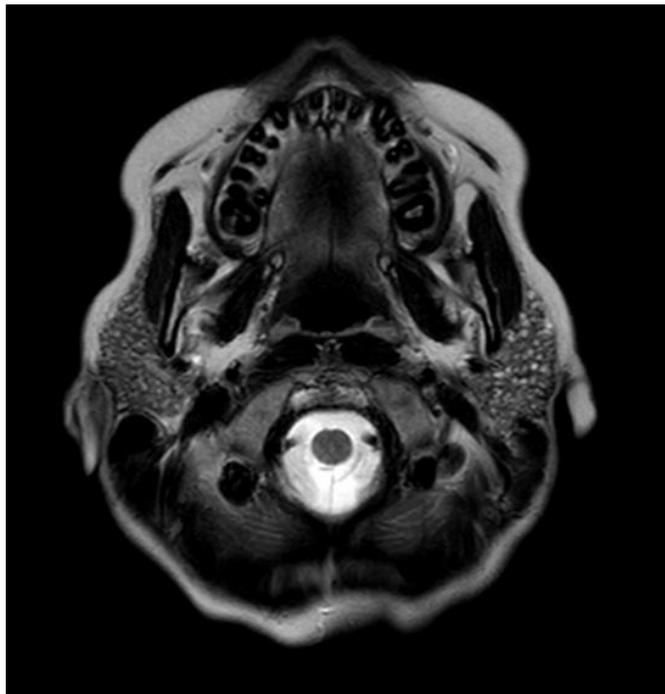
Первичный синдром Шегрена (МРТ, режим T<sub>2</sub>)
